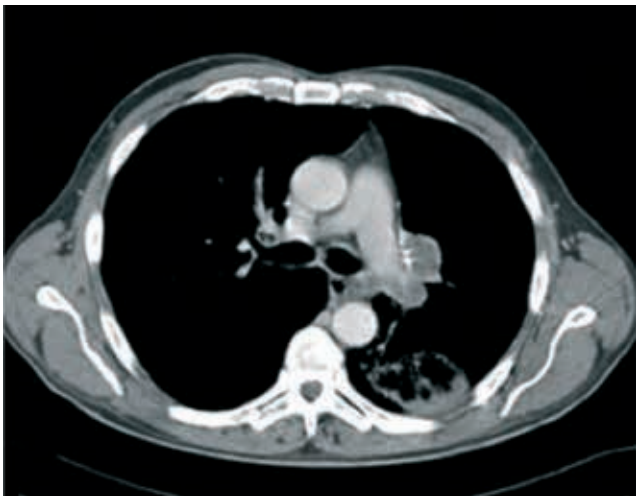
TAC tóraco-abdominal: tumoración de 45 mm de diámetro en el hilio pulmonar izquierdo, que engloba el bronquio principal y el bronquio del segmento 6, y estenosa el bronquio del lóbulo inferior; destrucción de la articulación costovertebral izquierda, que en la vértebra T9 produce efecto de masa en las partes blandas y protruye sobre el parénquima pulmonar.
